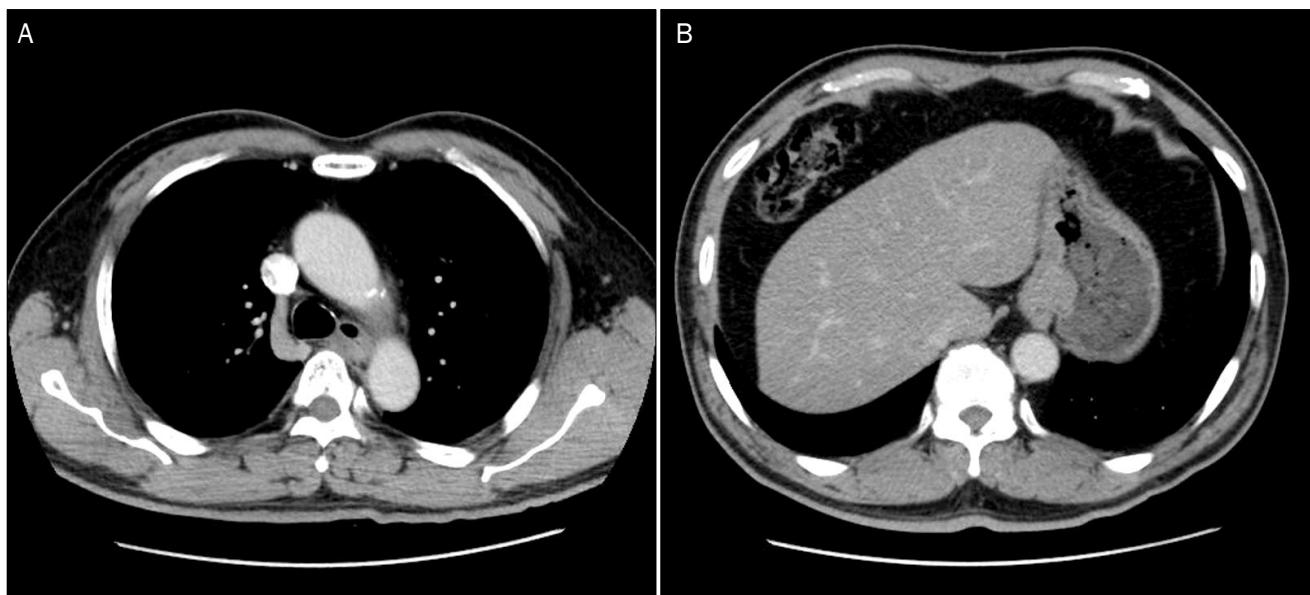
Chest computed tomography findings. Diffuse wall thickening from the middle esophagus (A) to the cardia of the stomach (B) is observed, with eccentric thickening mainly in the medial and posterior aspect without contrast enhancement.
